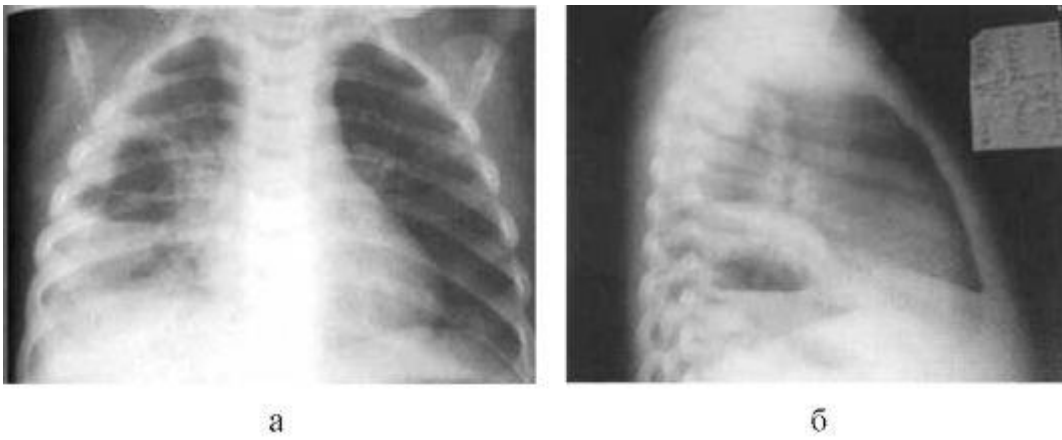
Правосторонняя деструктивная пневмония. Гнойный плеврит. Пневмоническая инфильтрация правой нижней доли с абсцессом и горизонтальным уровнем жидкости на рентгенограммах в прямой (а) и боковой (б) проекциях. Плевральный выпот до 2-го ребра
